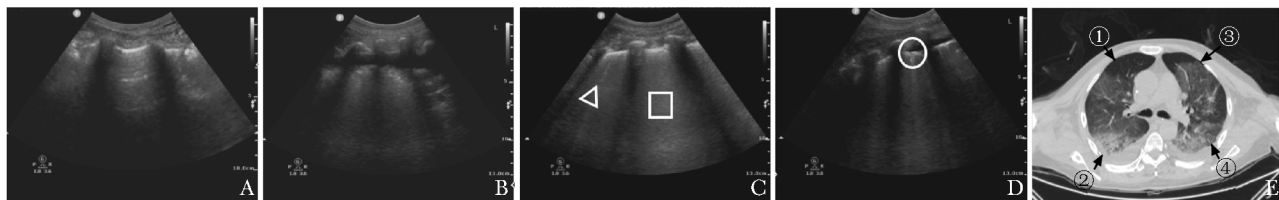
一例新冠肺炎患者的典型肺部超声声像（A、B、C、D）和 CT（E）影像图
